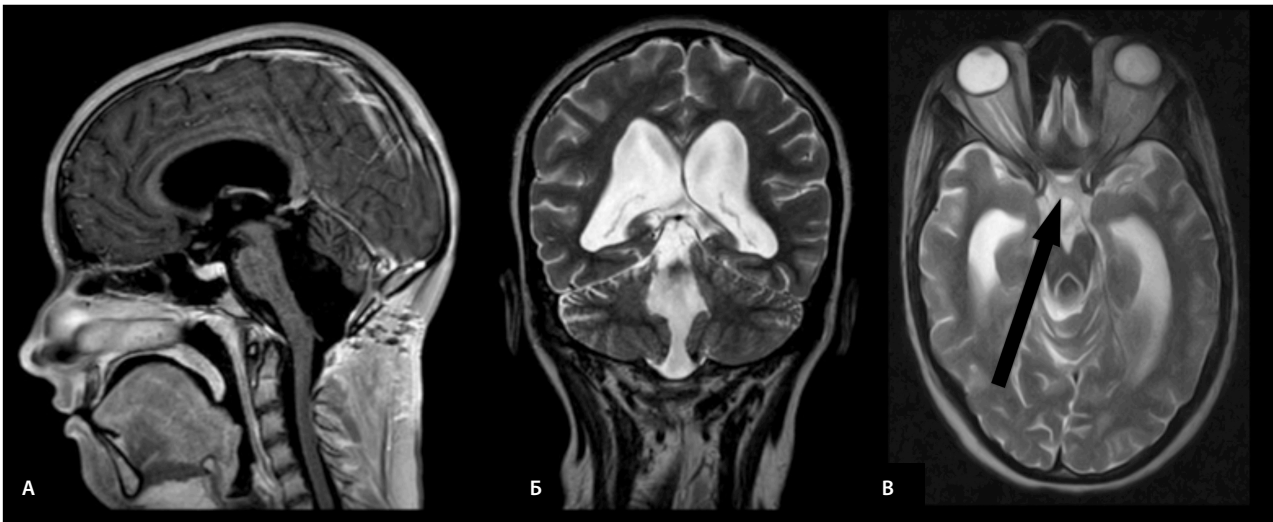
МРТ головного мозга спустя 4 мес после операции; А – режим Т1 с контрастным усилением, сагиттальная проекция – отсутствие патологической ткани, опухоль удалена радикально; Б – режим Т2, коронарная проекция: восстановлен ликвороток в результате радикального удаления опухоли, видны артефакты от пульсации ликвора в просвете четвертого желудочка; В – режим Т2, аксиальная проекция: однако сохраняется (указана стрелкой) картина повреждения хиазмы – необратимый процесс.
